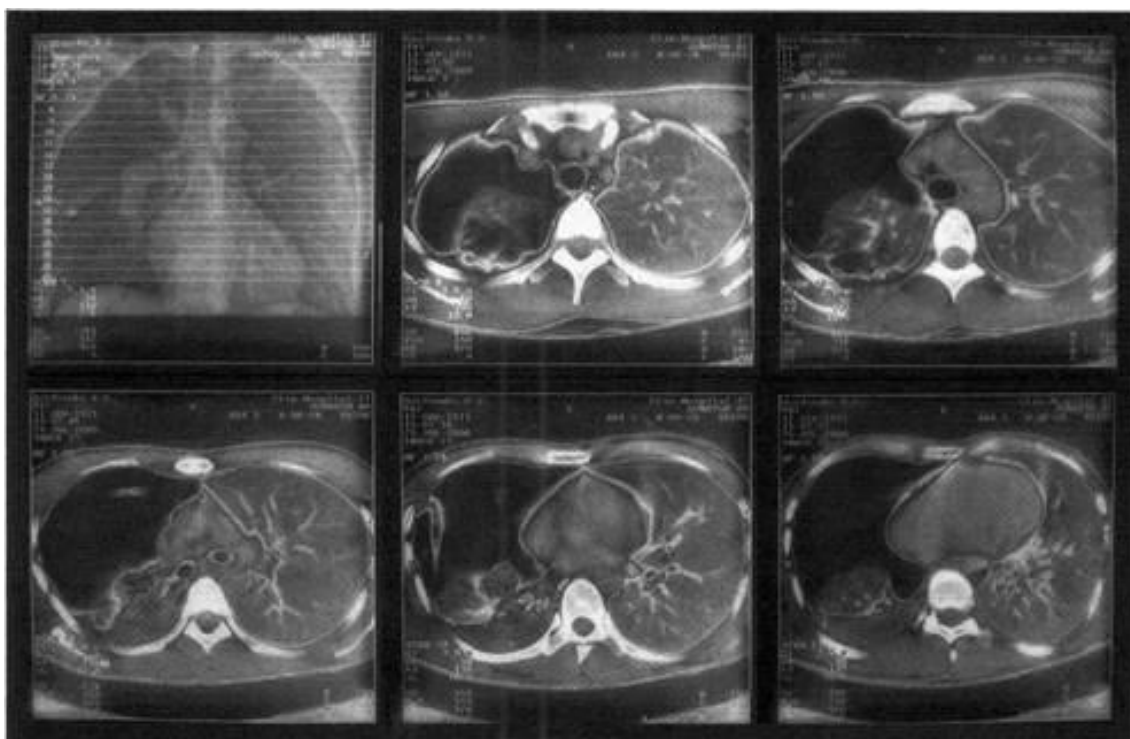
Компьютерная томография органов грудной клетки больного буллезной эмфиземой правого легкого. Определяется наличие воздуха в правой плевральной полости и четкие внешние контуры спавшегося правого легкого, в периферической зоне которого определяются воздушные буллы. Правосторонний пневмоторакс.
